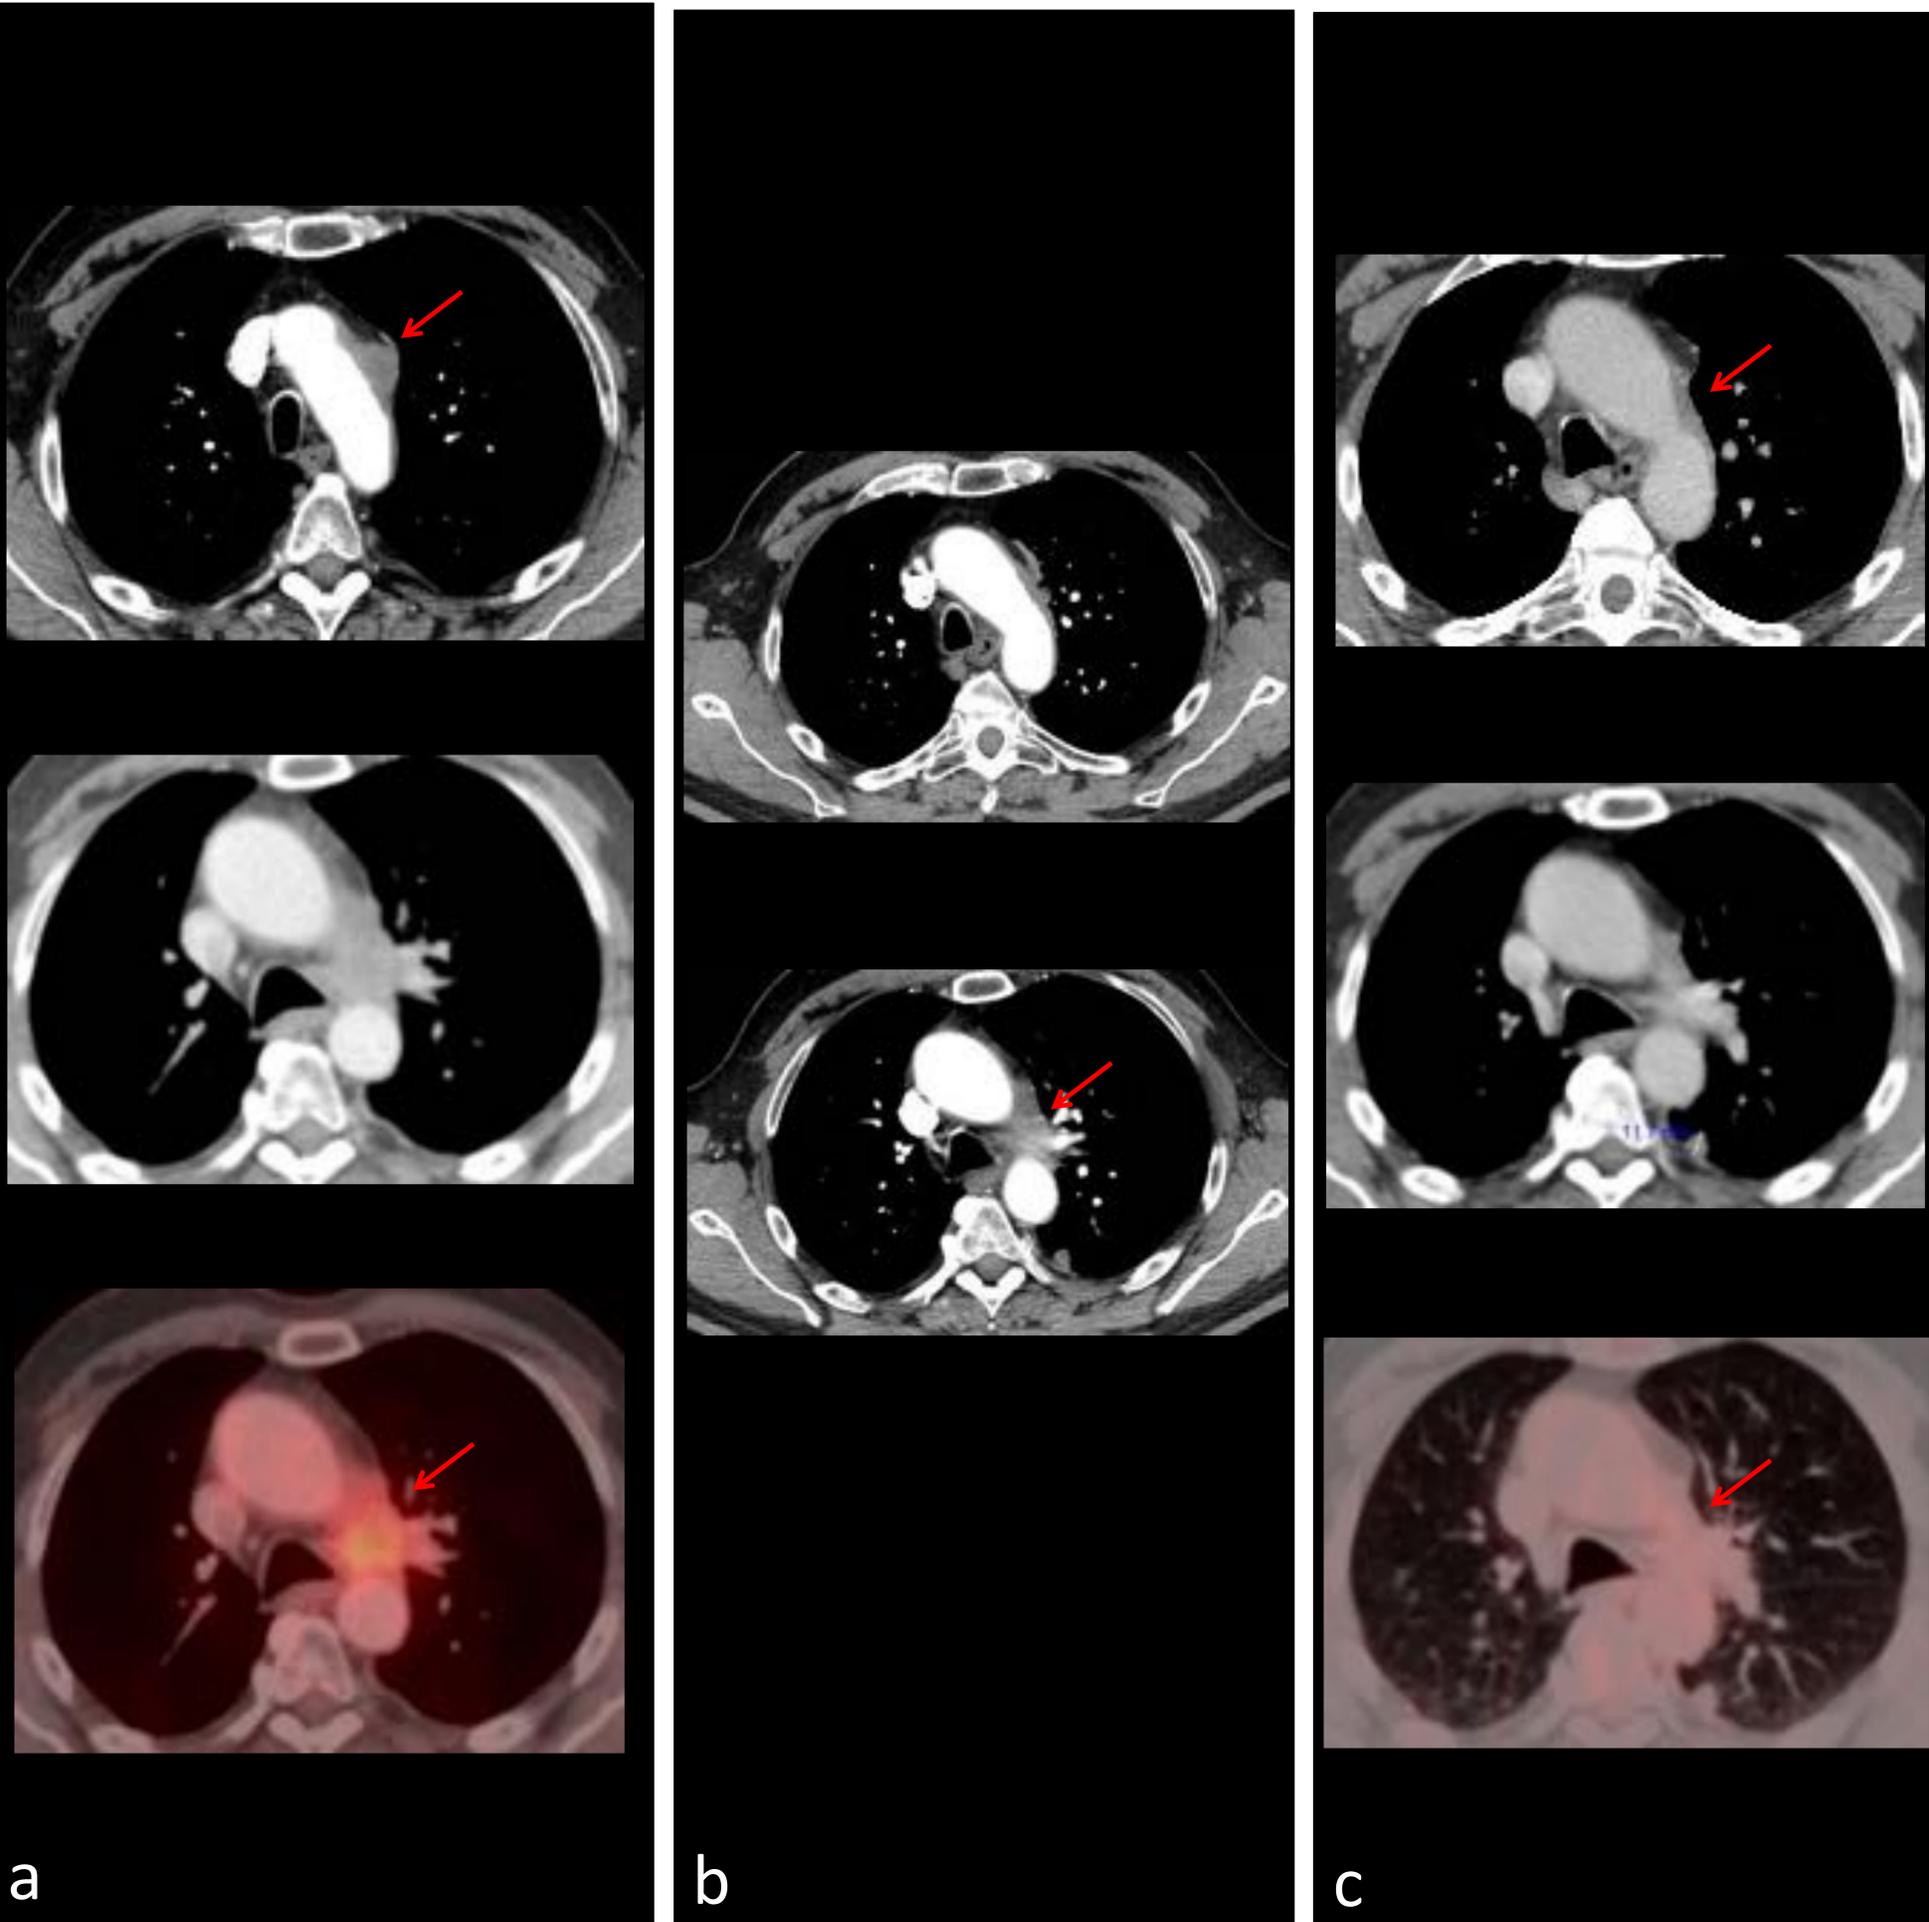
Varón de 63 años con adenocarcinoma de pulmón estadio IV en respuesta completa metabólica. a) imágenes axiales de TC de tórax con ventana de mediastino e imagen axial de PET-TC con adenopatías pre-vasculares y en ventana aortopulmonar antes del inicio Nivolumab b) Disminución del tamaño de las adenopatías tras 6 ciclos c) Desaparición de las adenopatías con respuesta metabólica completa tras 28 ciclos (flechas rojas).
